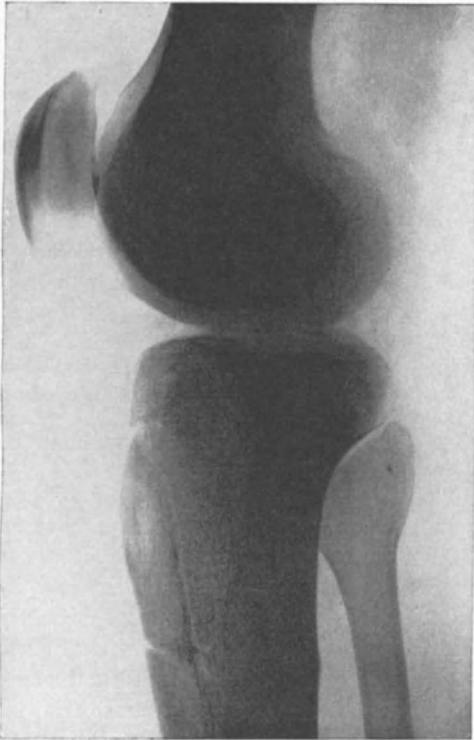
Das Röntgenbild zeigt das reponierte Knochenstück nach der KIRSCHNERSCHEN Kniegelenkeröffnung. (Eigene Beobachtung.)
